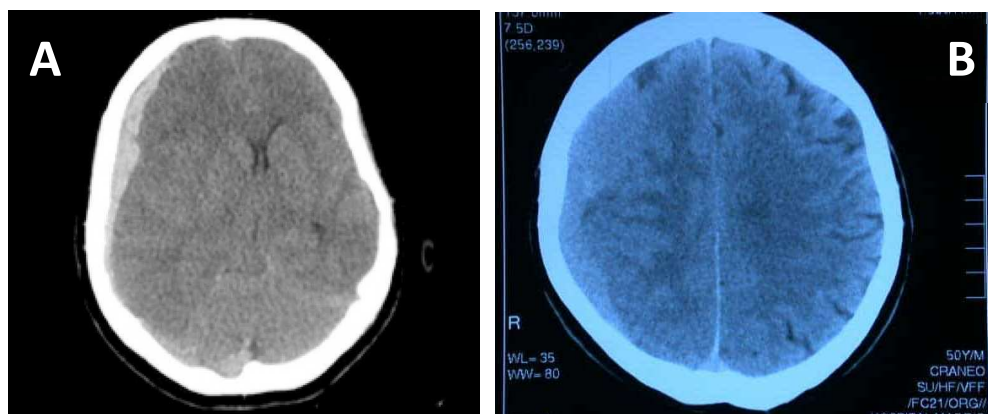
(A) Imagen de TC indicativa de hematoma subdural agudo; (B) Imagen de RM indicativa de hematoma subdural subagudo. Imágenes tomadas de: Freire MD y cols., 2019¹⁴; García de Sola R, 2011¹⁷.
